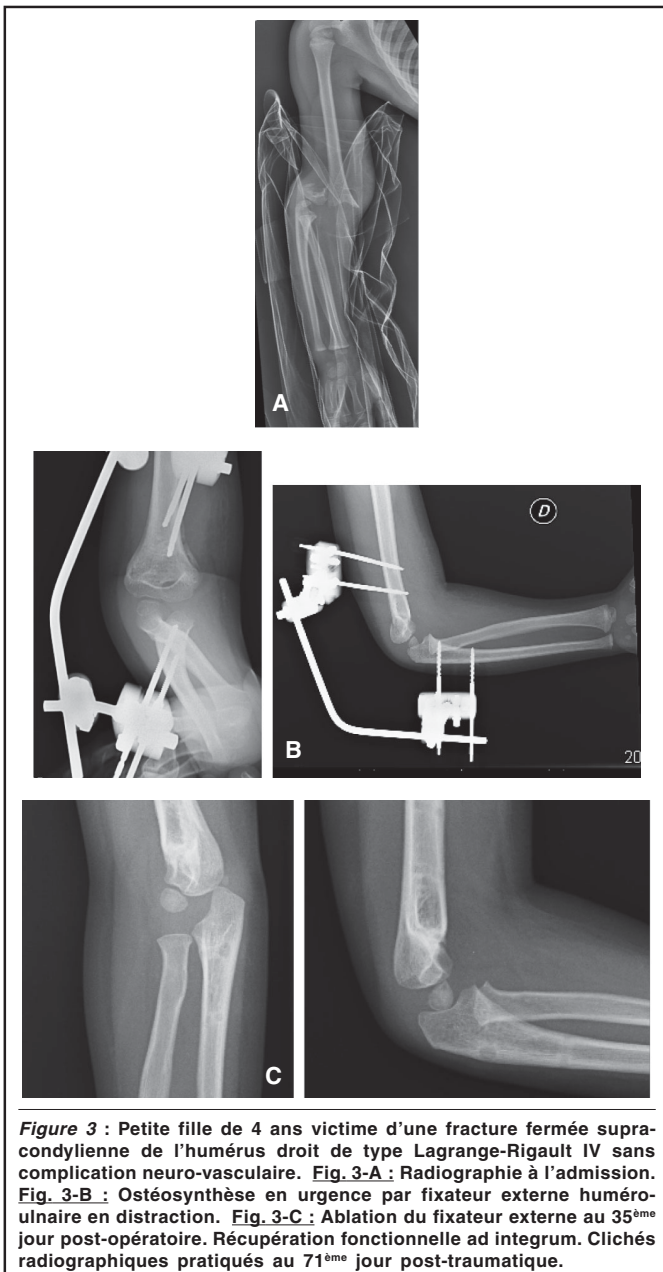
Petite fille de 4 ans victime d'une fracture fermée supra-condylienne de l'humérus droit de type Lagrange-Rigault IV sans complication neuro-vasculaire. Fig. 3-A : Radiographie à l'admission. Fig. 3-B : Ostéosynthèse en urgence par fixateur externe huméro-ulnaire en distraction. Fig. 3-C : Ablation du fixateur externe au 35^{ème} jour post-opératoire. Récupération fonctionnelle ad integrum. Clichés radiographiques pratiqués au 71^{ème} jour post-traumatique.
